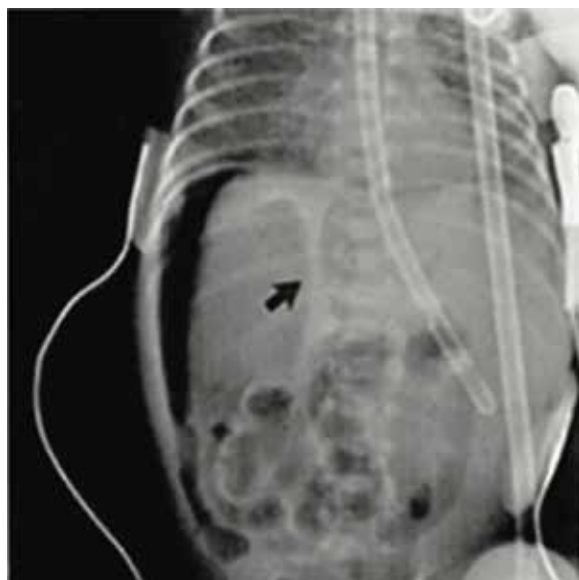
Radiografía con rayo horizontal de abdomen: Neumoperitoneo (flecha).
